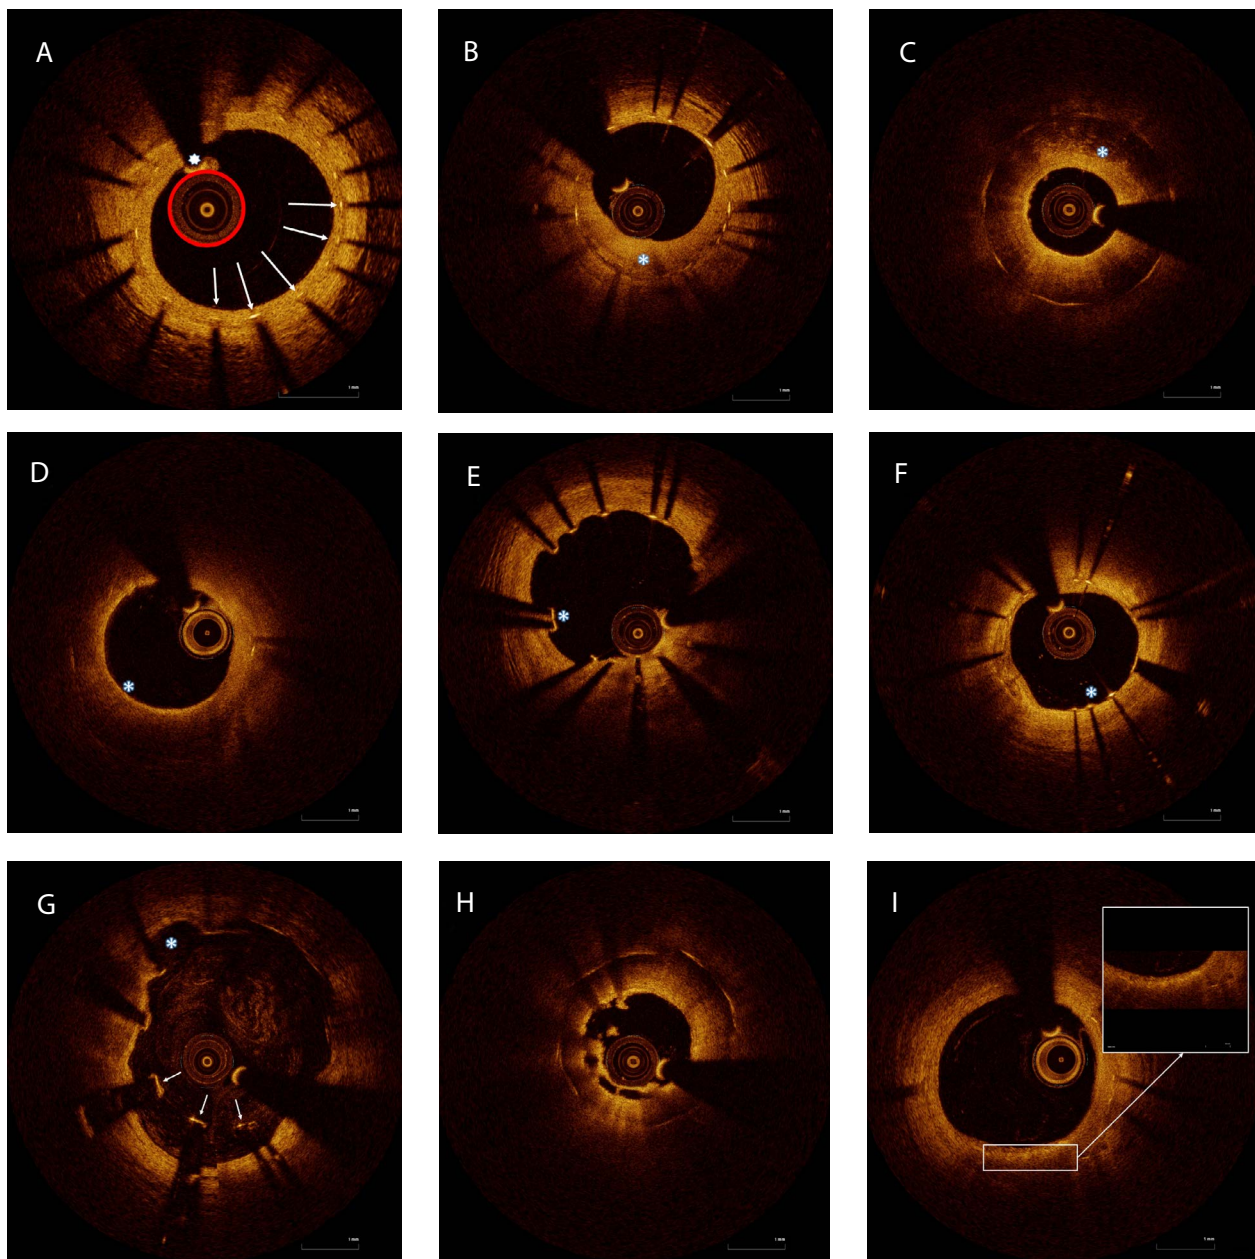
Изображения срезов стентированного сегмента по результатам оптической когерентной томографии: однородная неоинтима внутри стентированного сегмента, страты стента указаны белыми стрелками, в просвете артерии определяется ОКТ-датчик (обведен красным), выше ОКТ-датчика коронарный проводник с характерной тенью (звездочка) (А); гетерогенная неоинтима внутри стентированного сегмента (звездочка) (В); неоатеросклероз, фиброатероматозная бляшка, слоистый тип неоинтимы внутри стентированного сегмента (звездочка) (С); неоатеросклероз, фиброатерома с тонкой капсулой (звездочка) (D); мальпозированные, непокрытые страты внутри стентированного сегмента (звездочка) (E); непокрытые, хорошо аппозированные страты внутри стентированного сегмента (звездочка) (F); мальпозированные, непокрытые страты внутри стентированного сегмента (стрелки), эвагинация коронарной артерии (звездочка) (G); неоатеросклероз, фиброатероматозная бляшка, белый организованный тромб в просвете артерии (H); неоатеросклероз, скопление макрофагов на границе некротического ядра и фиброзной капсулы (I)
